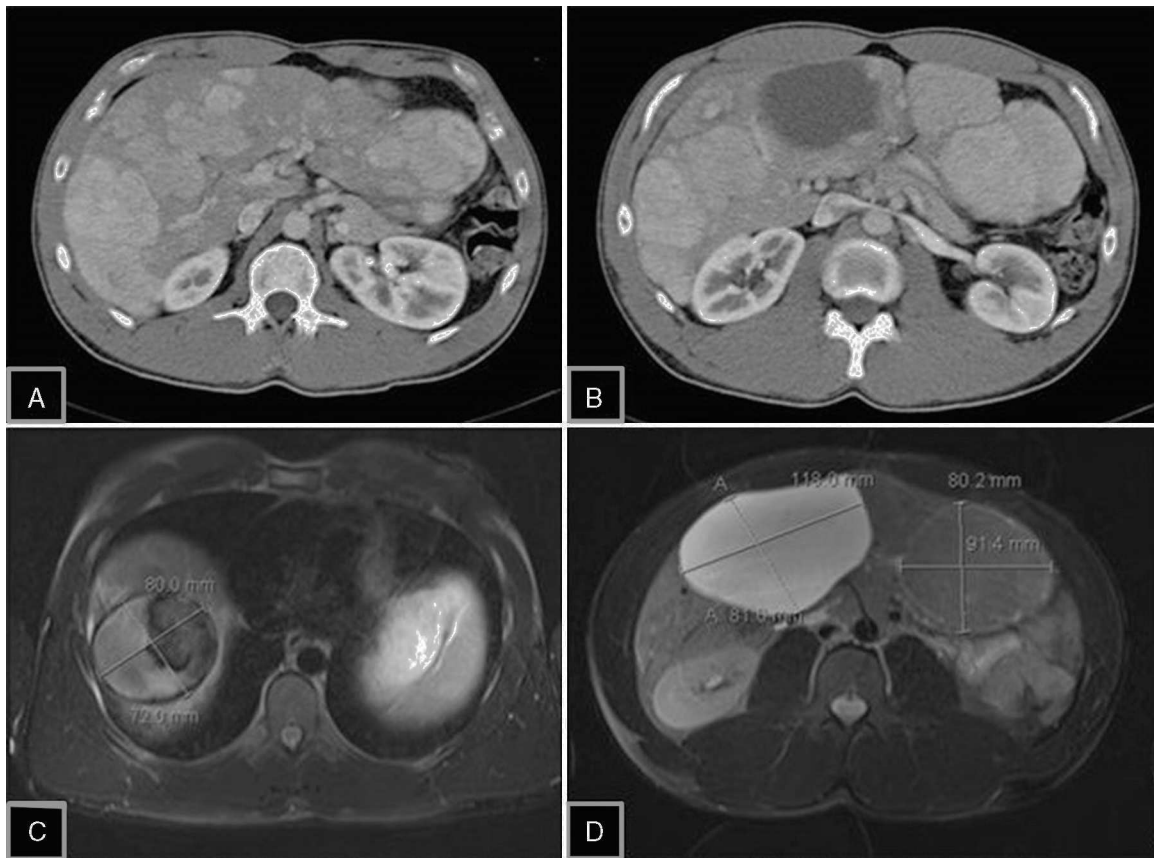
A) La tomografía computarizada (TC) de abdomen con contraste muestra la presencia de múltiples adenomas con realce en fase arterial, ocupando prácticamente todo el parénquima hepático. B) TC con lesión adenomatosa, heterogénea por sangrado intratumoral en segmento (S) IV. C) Resonancia magnética (RM) potenciada en T1 con saturación de la grasa, que evidencia lesión hiperintensa en S VIII por el componente hemorrágico intralesional. D) RM potenciada en T2 con saturación de la grasa: se identifican 2 lesiones, una en S V-VI, hiperintensa con componente quístico, y otra en S III iso-intensa, característica típica del adenoma hepático.
